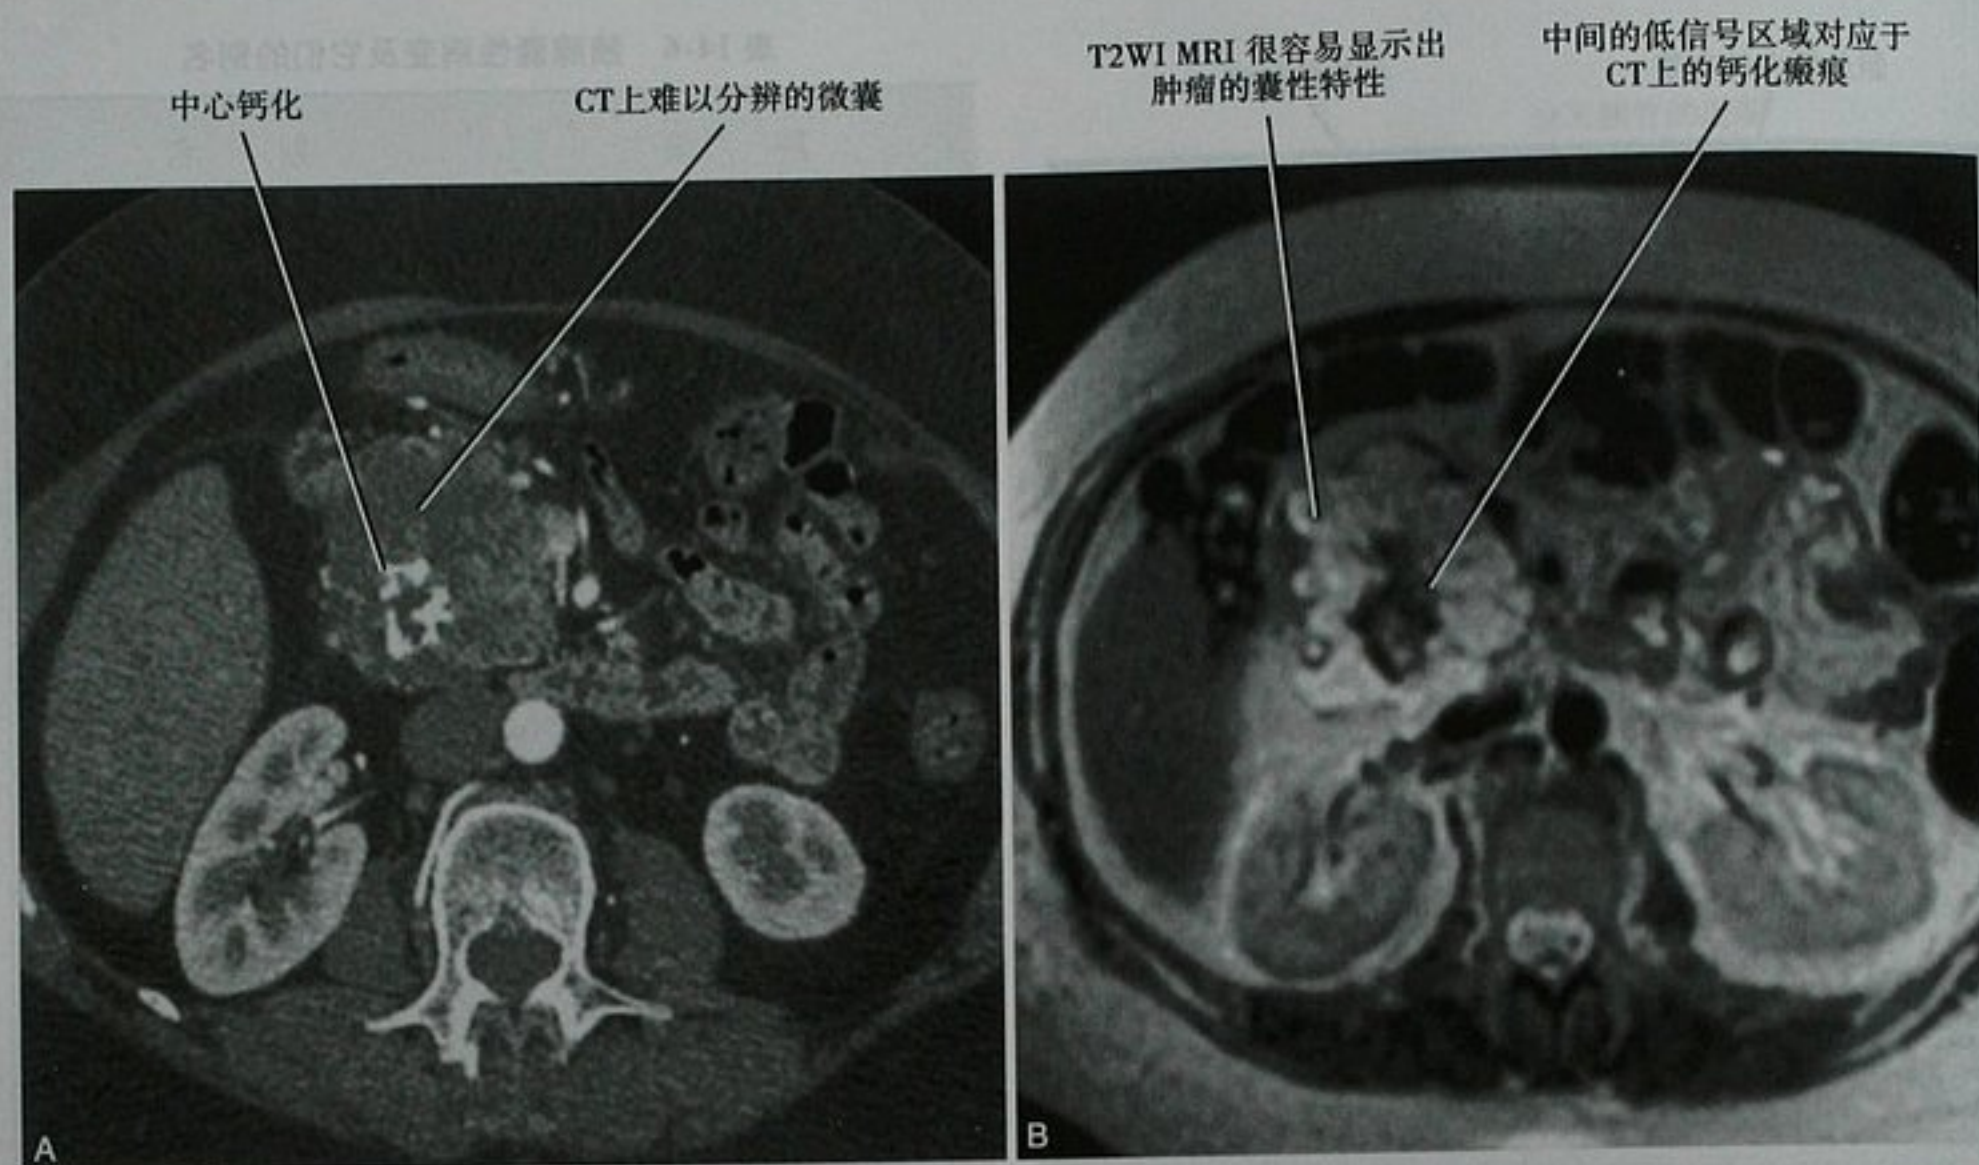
浆液性囊腺瘤老年女性患者,通过胰头平面的增强横断面 CT(A) 和 T2WI(B) 图像
